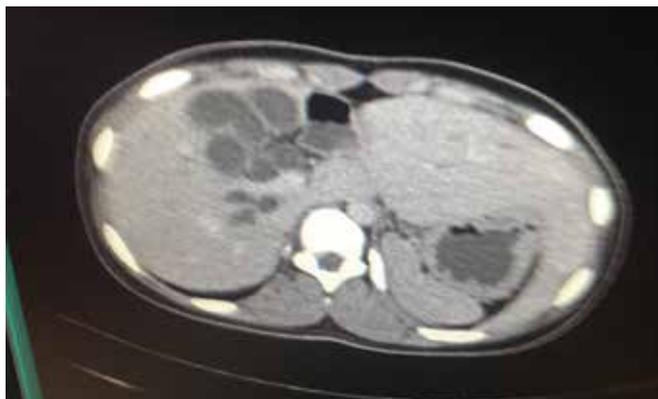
Серии КТ органов брюшной полости с контрастированием
